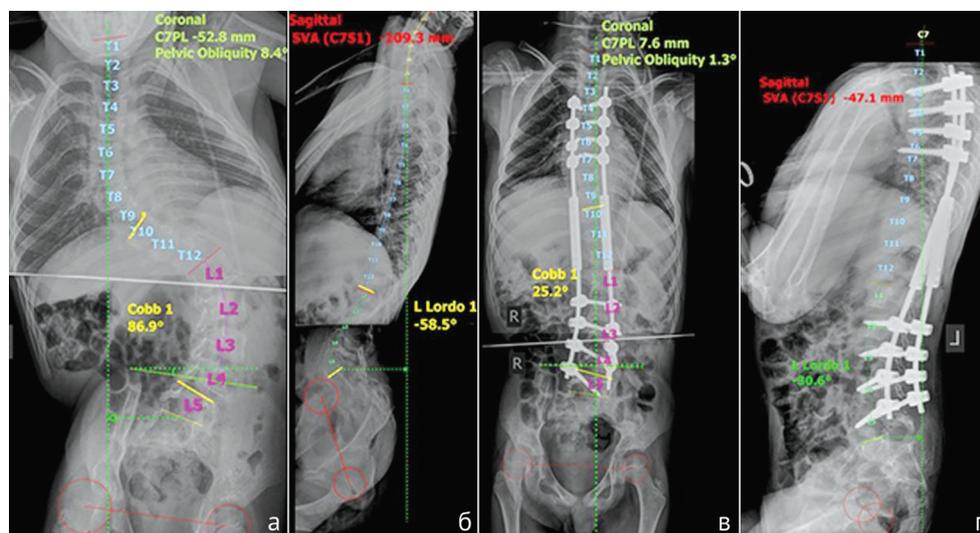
Рентгенограммы туловища пациента 10 лет с нейрогенным сколиозом на фоне ЦП GMFCS V до (а, б) и после (в, г) динамической фиксации dual growing rods на уровне Th4-S1 (наблюдение авторов). Предоперационные рентгенограммы демонстрируют тяжелую главную поясничную лордосколиотическую дугу, наклон таза и фронтальный дисбаланс более 52 мм. Послеоперационные рентгенограммы иллюстрируют сбалансированную коррекцию
